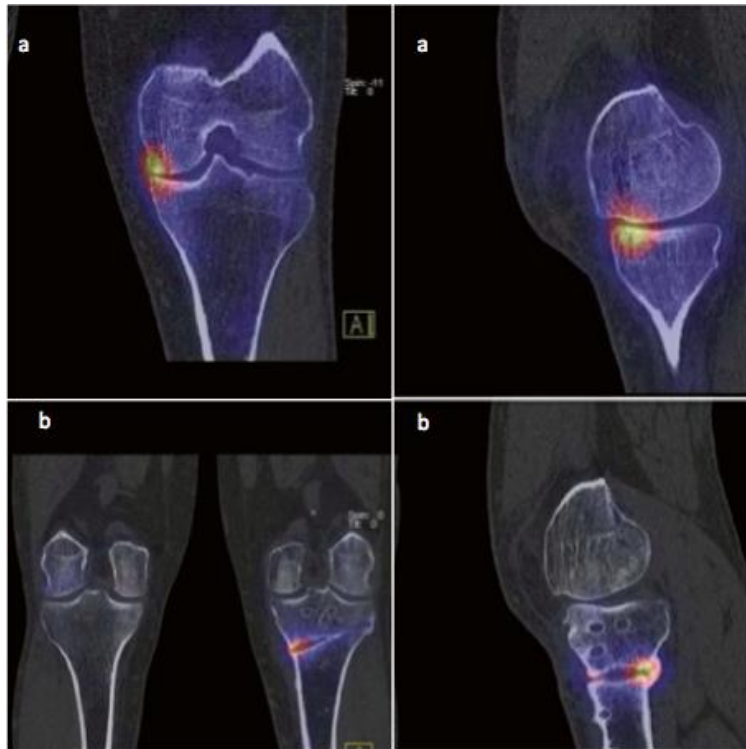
Imagens de SPECT – CT. a) ^{99m}Tc -HDP-SPECT-CT antes da realização de uma osteotomia tibial superior em que o aumento do *uptake* do marcador no compartimento interno se relaciona com o aumento da carga à qual este se encontra submetido; b) ^{99m}Tc -HDP-SPECT-CT depois da realização da osteotomia no mesmo doente onde se observa uma normalização do *uptake* do marcador e desta forma, uma normalização da carga à qual o compartimento interno estava previamente submetido. Adaptado de Hulet C. *Surgery of the Meniscus*. (Hulet C, Pereira H, Peretti G, Denti M, eds.). Berlin, Heidelberg: Springer Berlin Heidelberg; 2016.
